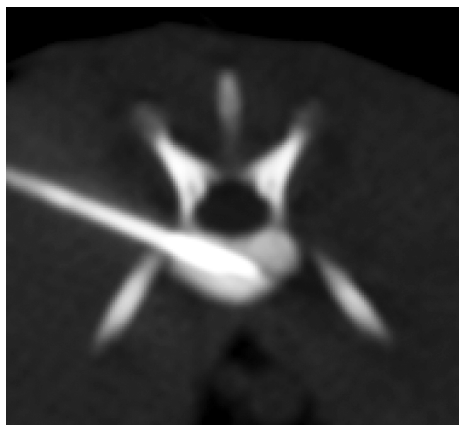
CT 定位下行穿刺接种,可见穿刺针于椎体内位置良好
